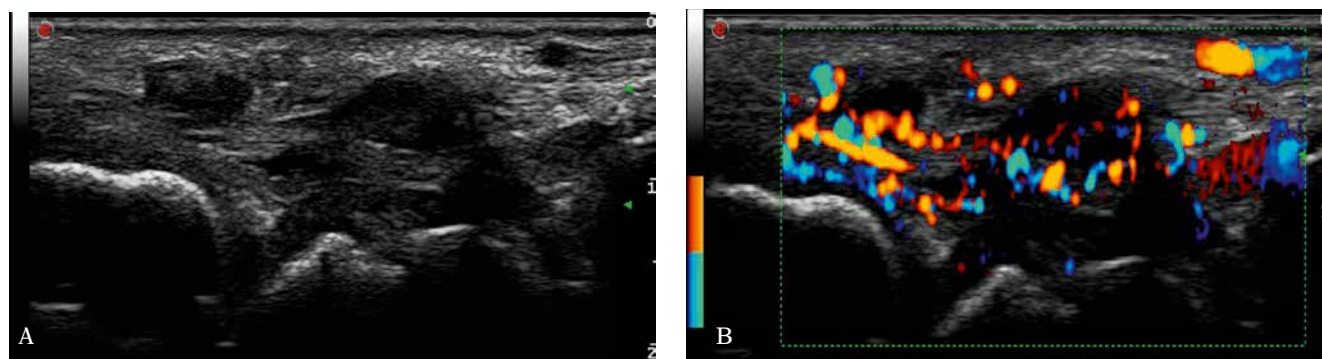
Grey-scale US (A) and color Doppler (B) of the wrist: effusion, synovial hypertrophy in the radiocarpal joint (synovitis) and tenosynovitis of the extensor carpi ulnaris
